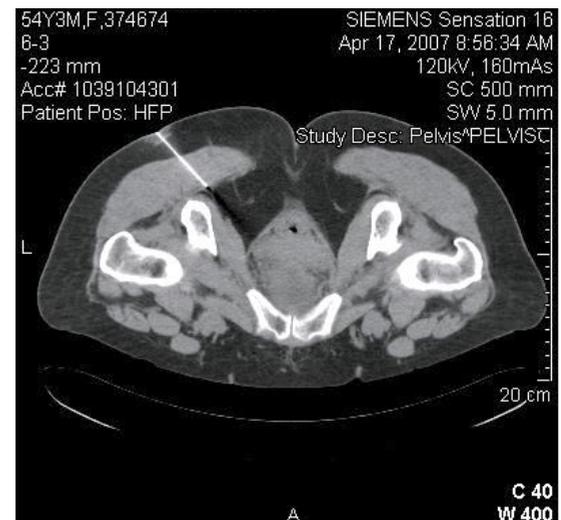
Inserción de la aguja con medio de contraste. Se revisa su correcta posición, por medio de la tomografía.
